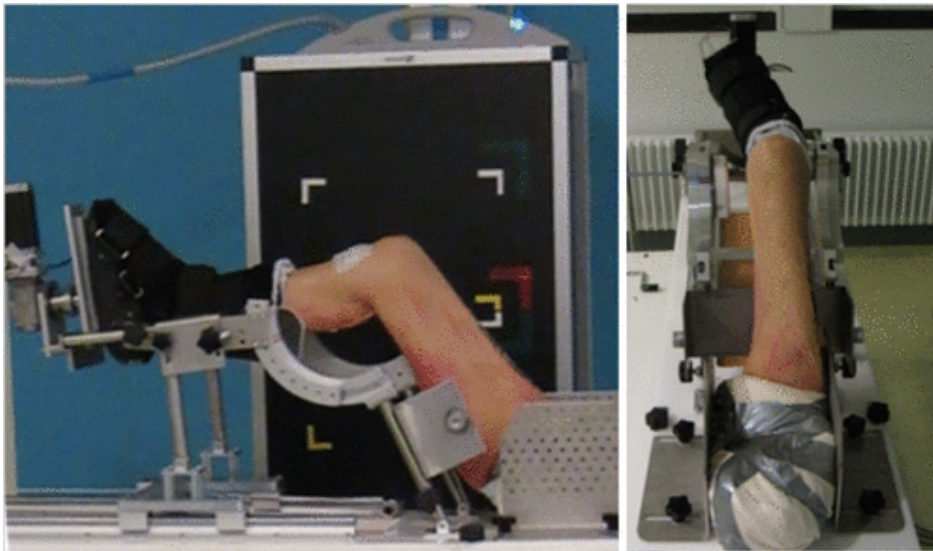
Messung der Kniekinematik an einem Kadaverbein mit der Röntgenmethode. (Nielsen et al., 2018)
